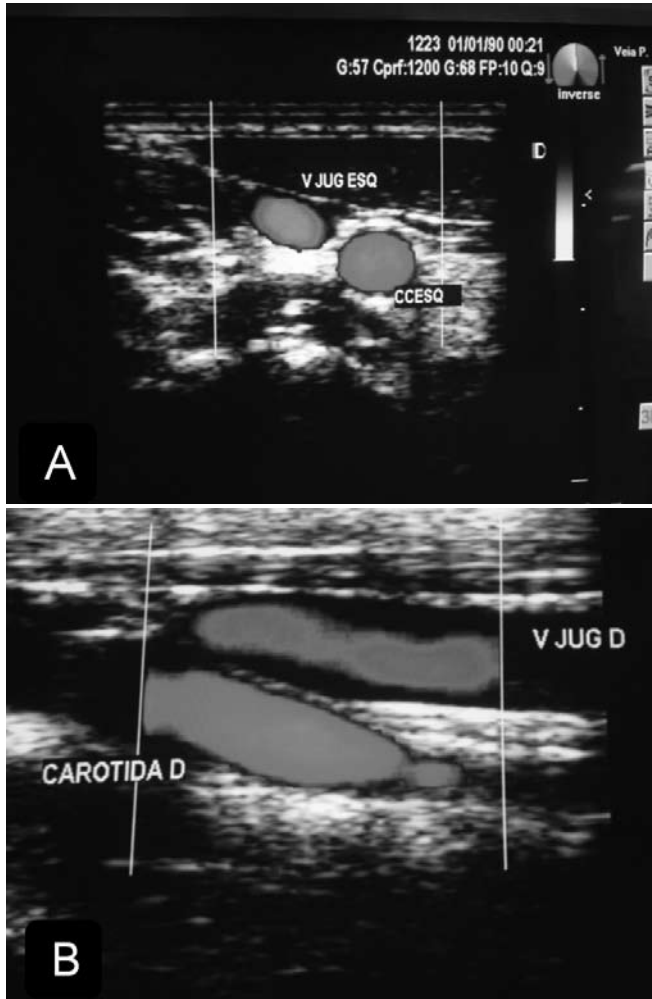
A - Incidência transversal com doppler colorido (eixo curto); B - Incidência longitudinal com doppler colorido (eixo longo).
